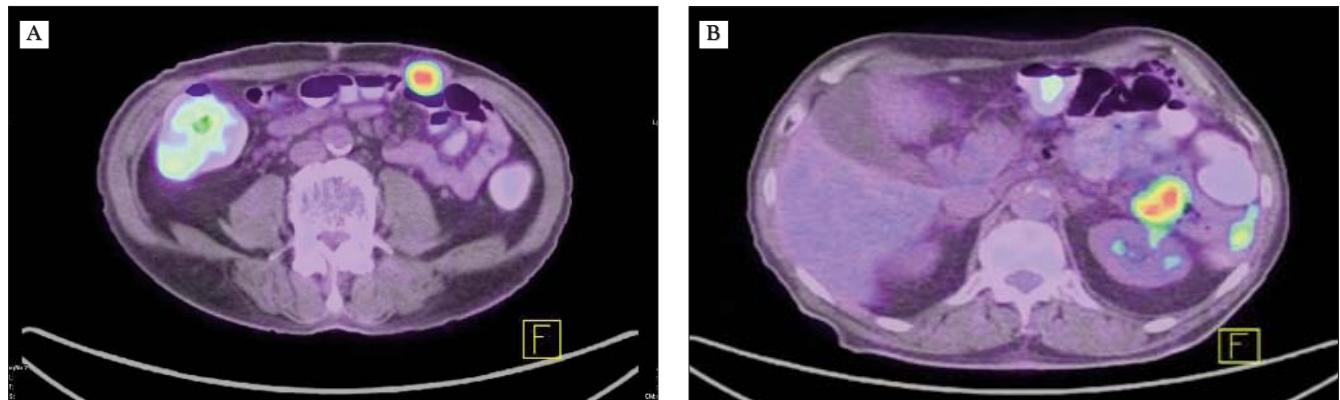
PET - CT recidive abdominale
